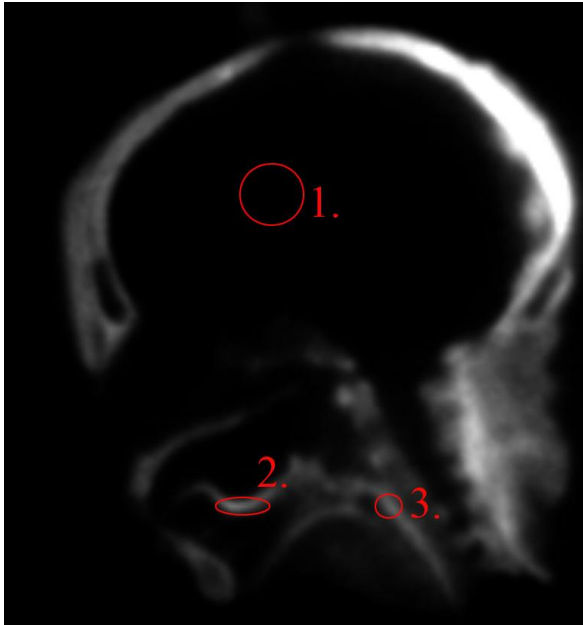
Kopf, Bild 1, MRT
